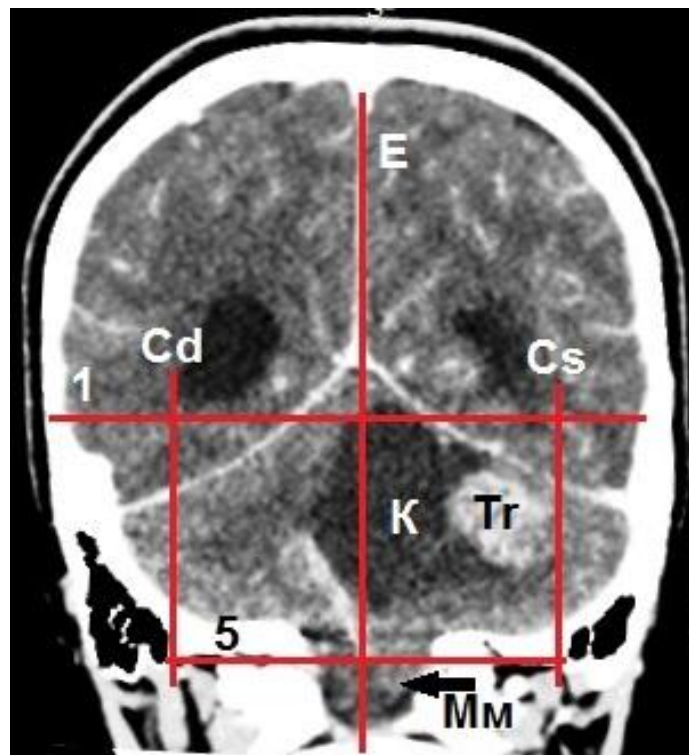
Пациентка С. (и/б 23863-10), (КТ во фронтальной проекции), астроцитомы левого полушария мозжечка (Tr) с кистой (К): Е – сагиттальная плоскость; Cd, Cs – вертикальные плоскости основания сосцевидного отростка; 1 – плоскость «НАЗИОН»; 5 – горизонтальная плоскость основания сосцевидного отростка; стрелка Мм – смещение левой миндалины мозжечка
